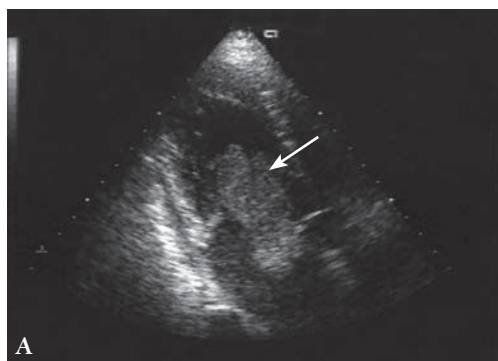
Эхокардиограмма больной К. Миксома левого предсердия (стрелка) в различные фазы сердечного цикла. А – систола предсердий (опухоль пролабирует в отверстие митрального клапана); Б – диастола предсердий.
